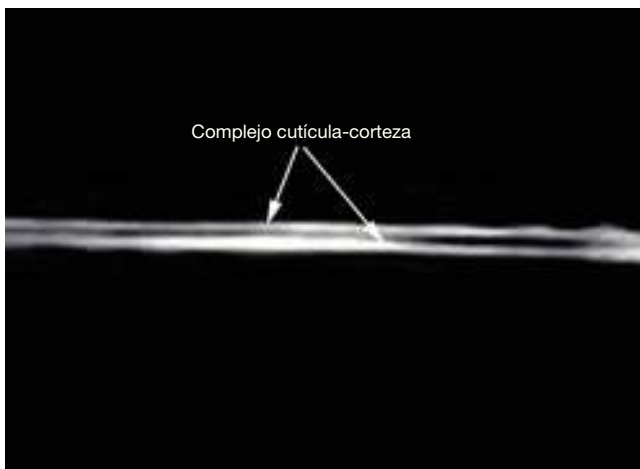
Alopecia androgenética. Ecografía que demuestra tracto piloso con morfología bilaminar, cuyo porcentaje aumenta en esta patología.
